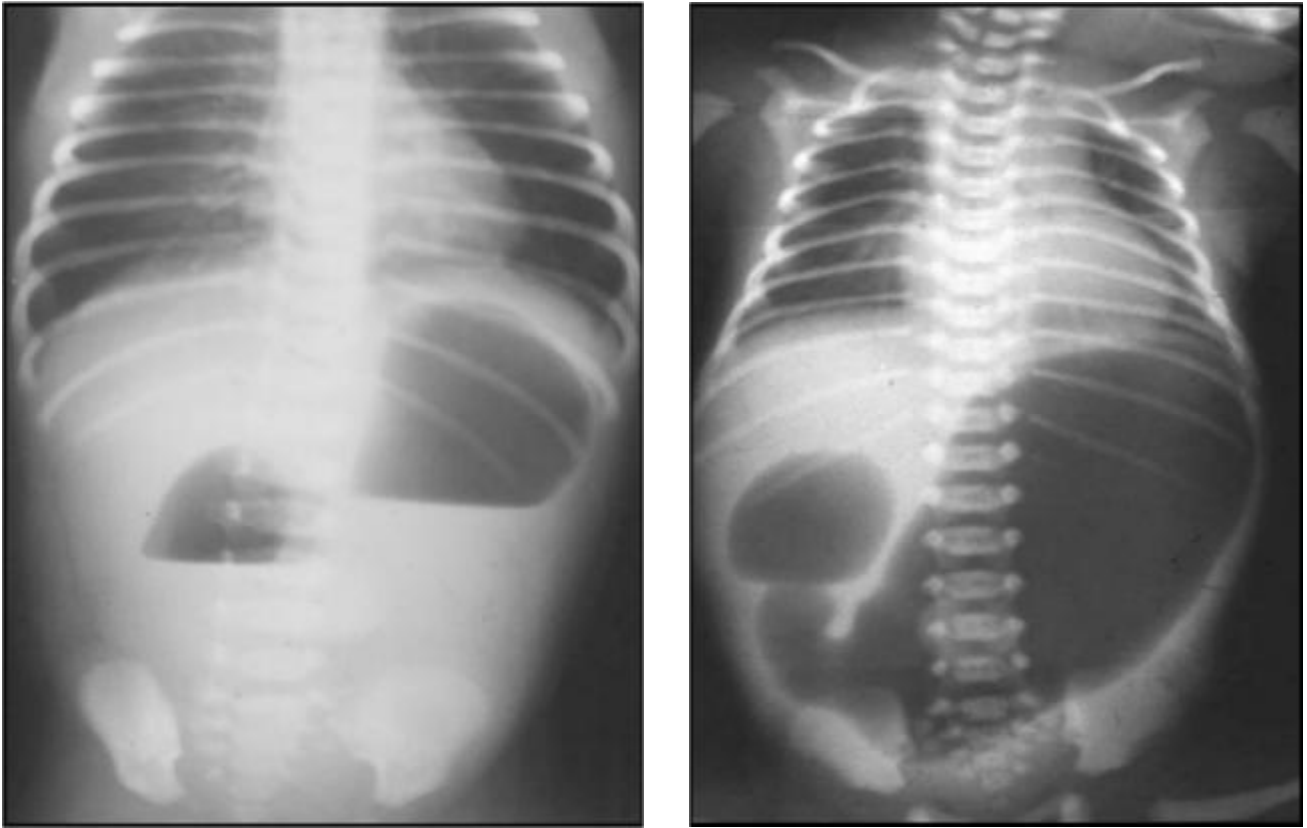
Aspect en double bulle sur une radiographie thoraco-abdominale sans préparation [25]
